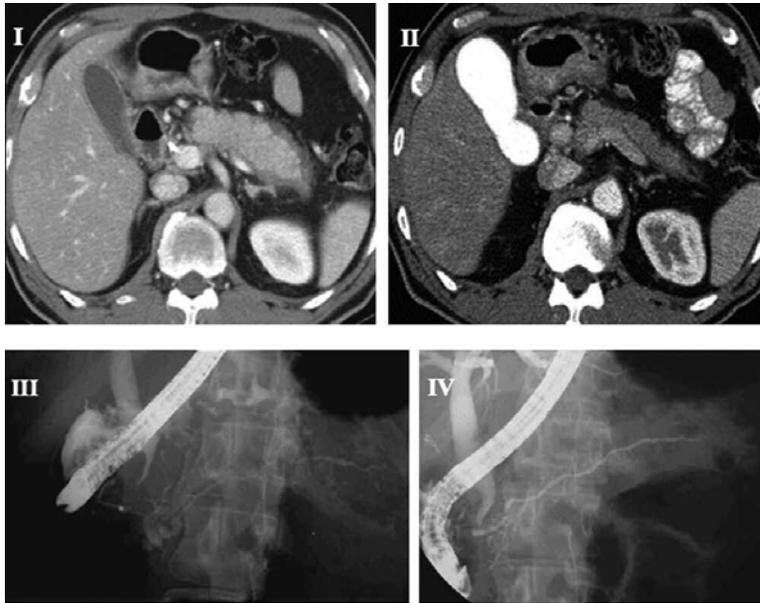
Imágenes por TAC. I: Crecimiento pancreático difuso con bordes hipodensos; II: El mismo paciente después del tratamiento con corticoesteroides con disminución del tamaño y ausencia de bordes hipodensos. III: estrechamiento irregular difuso de más de dos tercios del conducto pancreático; IV: El mismo paciente después de la terapia con corticoesteroides. Obvious pancreatic duct enlargement. From Kim K, et al. World J Gastroenterol 2006; 12: 2487-96 (15).
